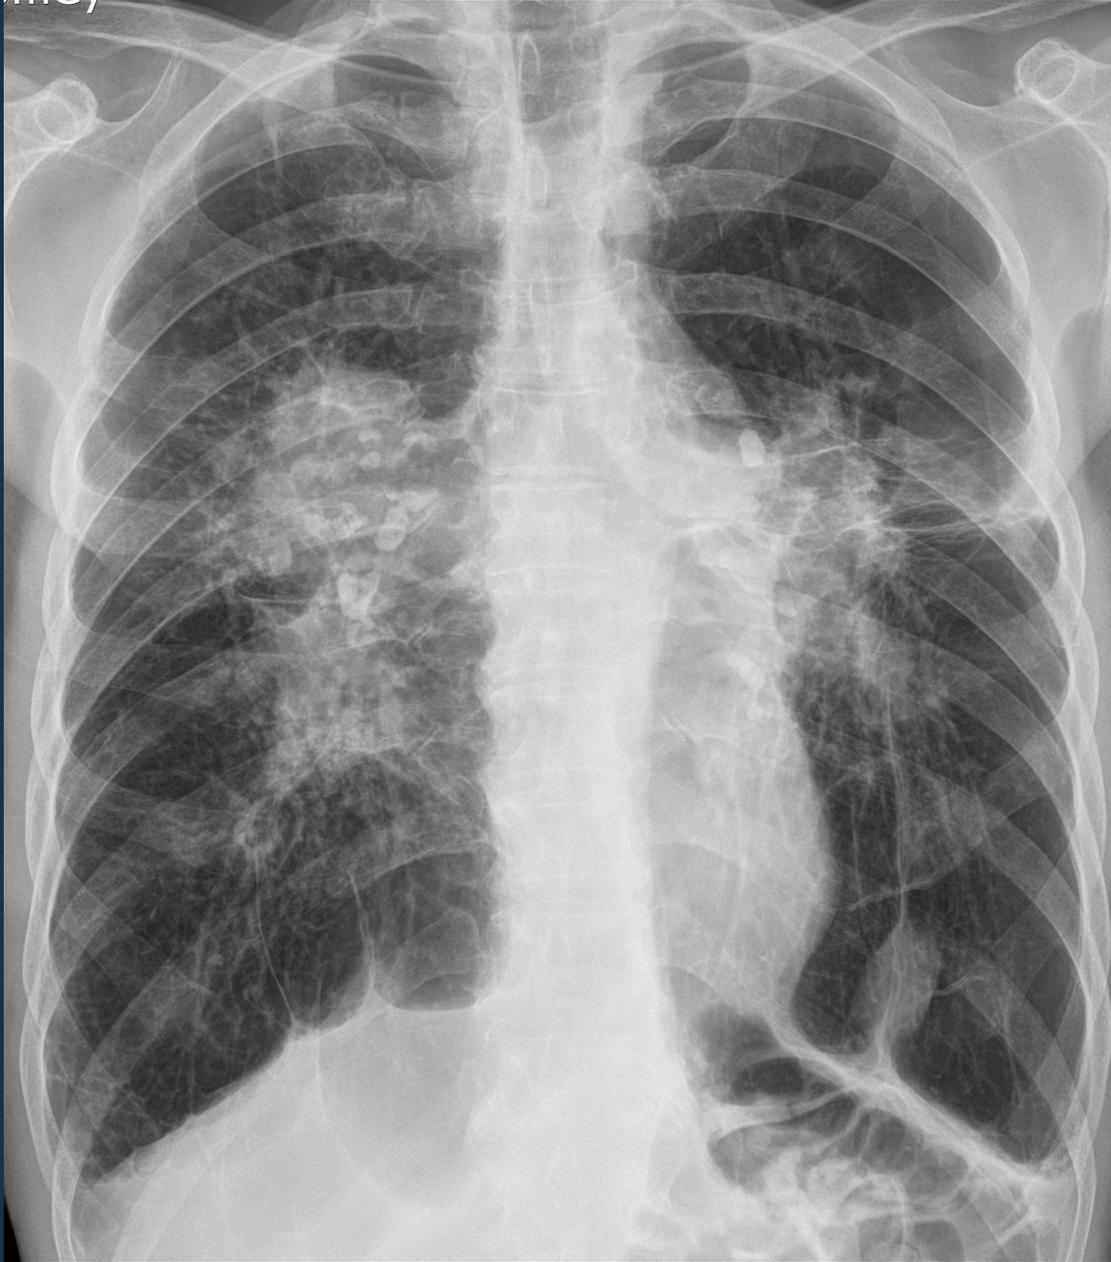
Radiografía de tórax, proyección PA. Masas parahiliares bilaterales, pérdida de volumen de lóbulos superiores, engrosamiento de paredes bronquiales y cambios enfisematosos basales izquierdos.
